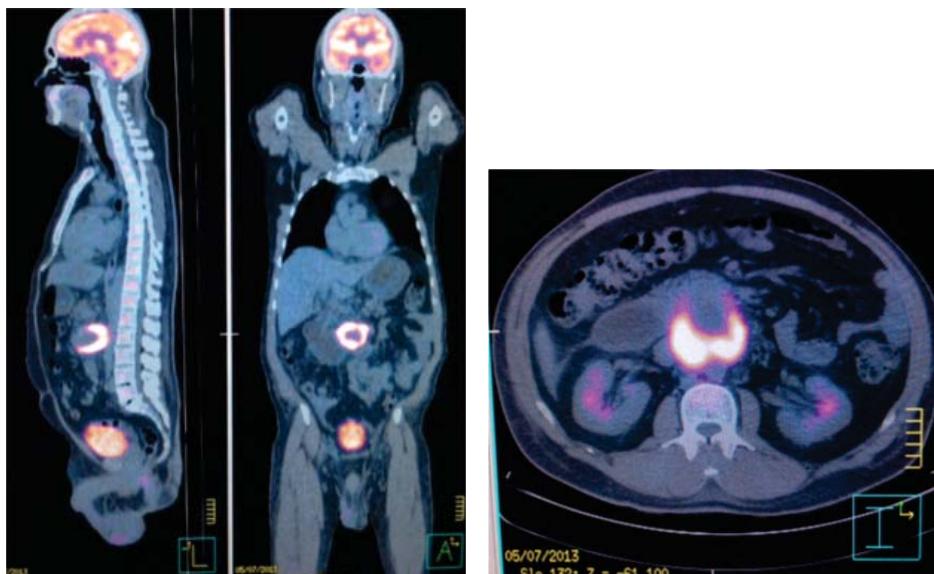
PET en donde se muestra masa duodenal.
